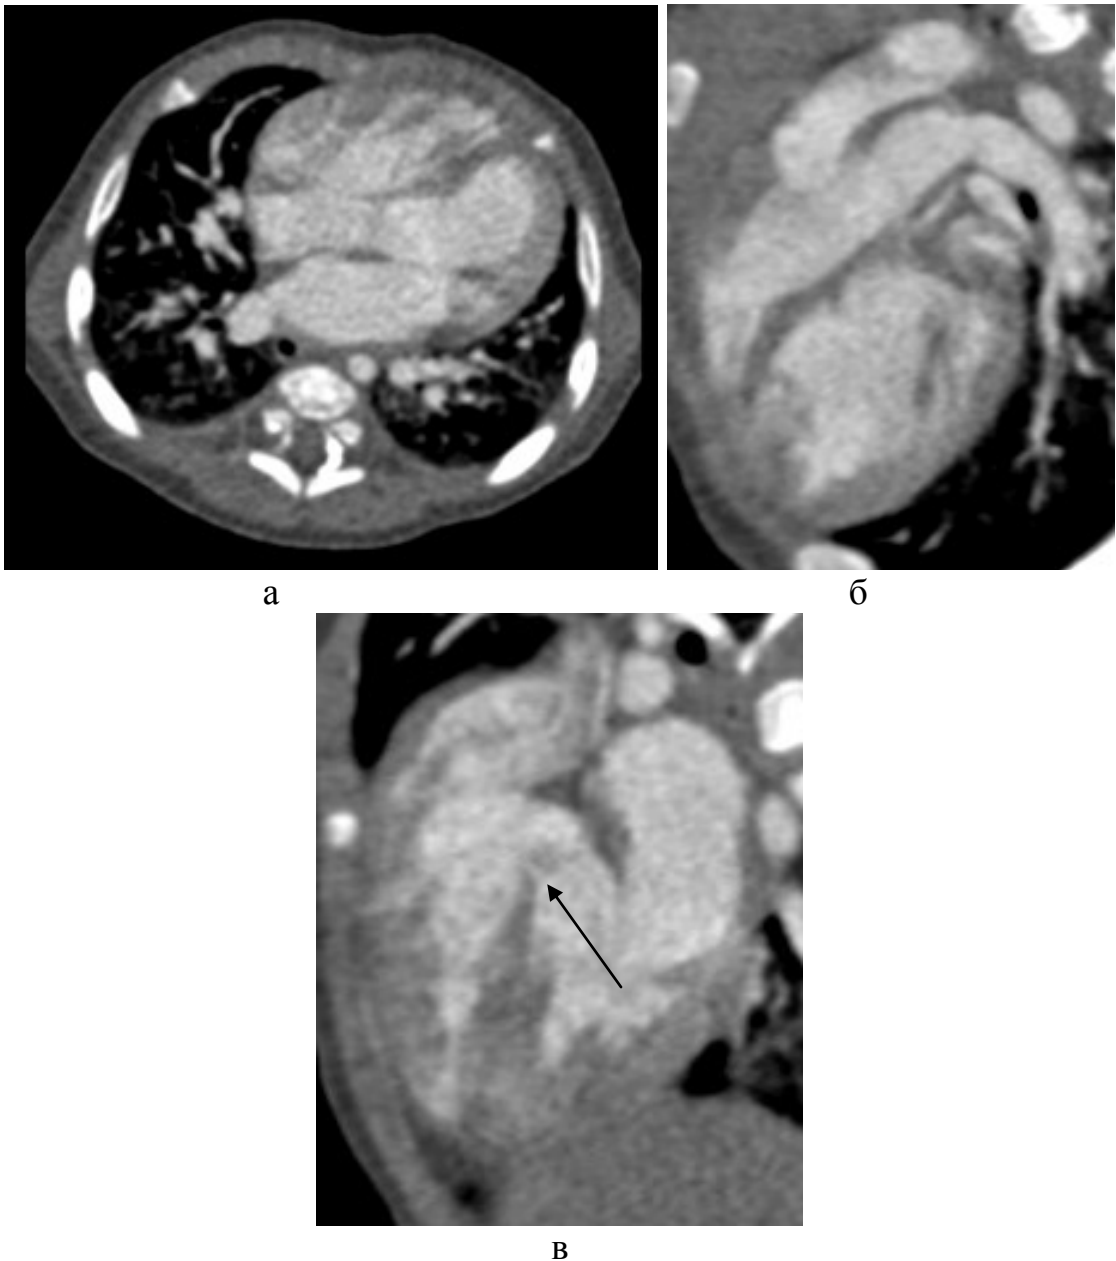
Ребенок С., 3 месяца; 142SAV. На КТ-ангиокардиограмме по данным анализа в аксиальной плоскости при отхождении аорты и легочной артерии от правого/левого желудочка «аорта и легочная артерия отходят от правого желудочка, дефект МЖП расположен под аортой» (а). В мультипланарной реформации по длинной оси левого желудочка визуализируются два сосуда полностью отходящие от правого желудочка и на уровне их отхождения целостность межжелудочковой перегородки не нарушена (б), в приточно-мембранозной части мы видим дефект межжелудочковой перегородки (в, стрелка). Полученные данные при анализе в мультипланарной реформации по длинной оси левого желудочка
